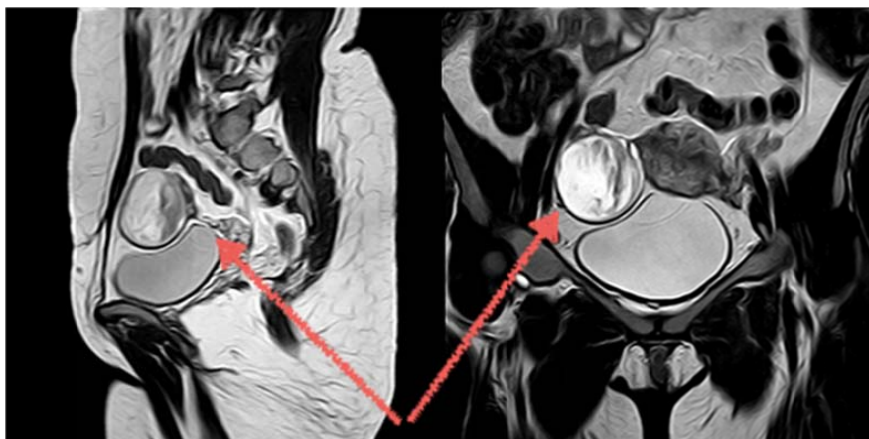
МРТ малого таза. Серозная киста правого яичника.
